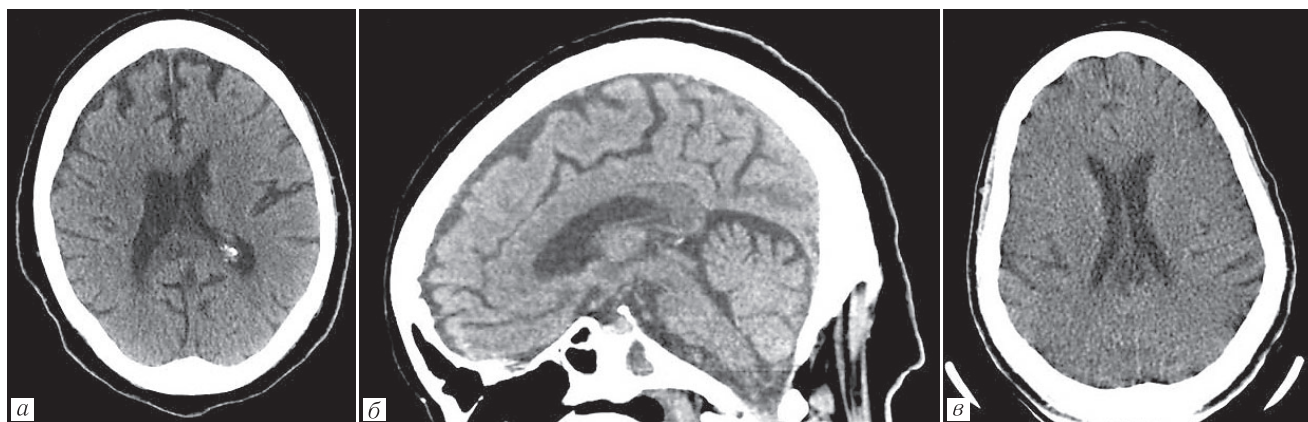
Компьютерная томография головного мозга у пациентов с инфекцией COVID-19 — выявлено снижение плотности в области валика (задней части) мозолистого тела, что соответствует картине ОНМК по ишемическому типу [5]
